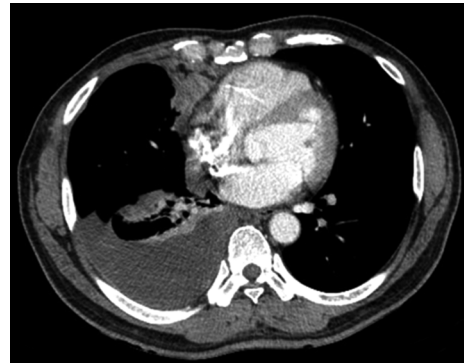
Chest computed tomography showing a large amount of right pleural effusion and atelectasis in the right lower lung zone, and about 4 cm-wide soft tissue mass at the right middle lobe medial segment with an abutment in pericardium.
